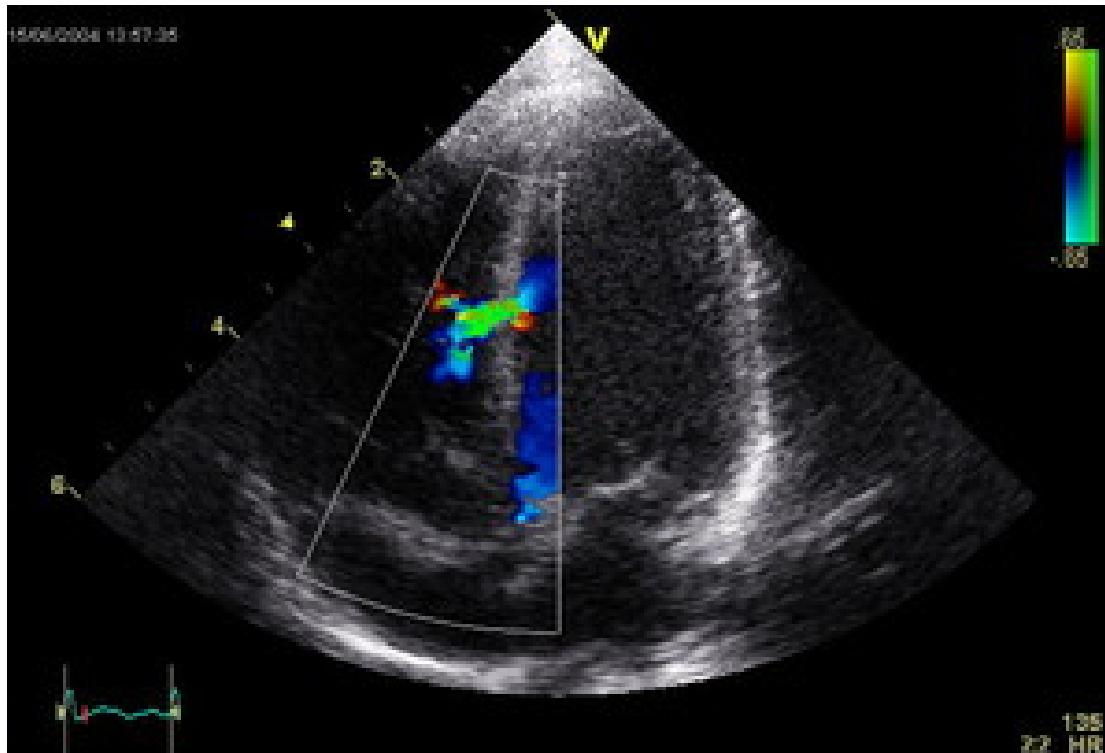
Echokardiogramm eines VSD.
